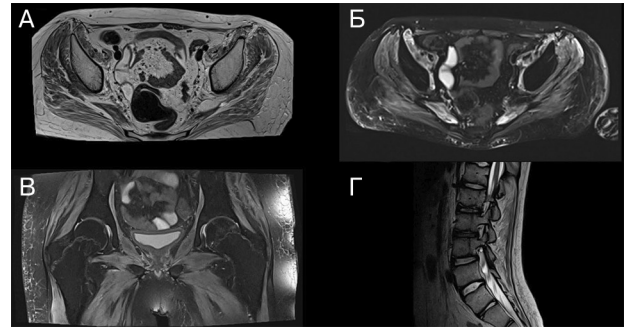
Зміни на МРТ у дитини А., 15 років (А, В – аксіальні T2-зважені зображення та T2-зважені зображення з пригніченням жиру – дифузний гіперінтенсивний сигнал від видимих м'язів; С – корональний PDFS – дифузне підвищення сигналу від видимих м'язів; D – сакітальний T2-зважений режим – дифузний гіперінтенсивний сигнал від видимих м'язів спини (3 міс захворювання).
